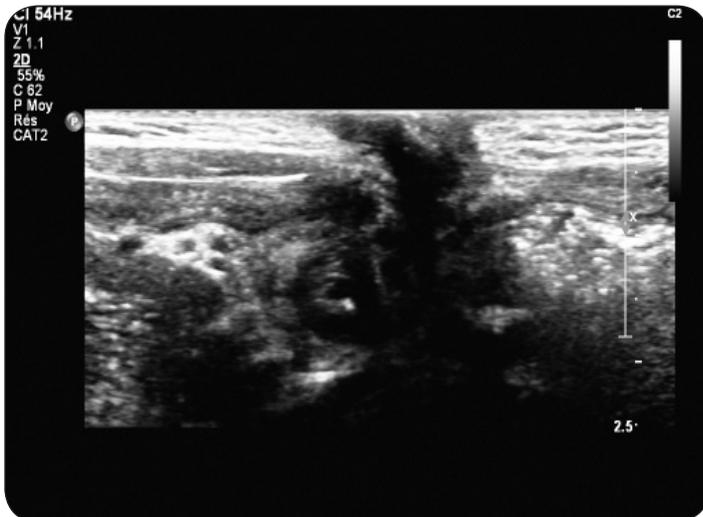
Image échographique démontrant une structure para-ombilicale, appendue à l'ombilic par un tractus fibreux
